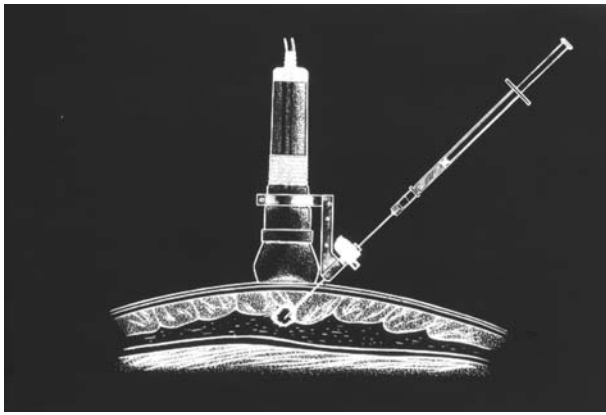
超音波誘導下色素注入切開生検(1989年, 植野)
